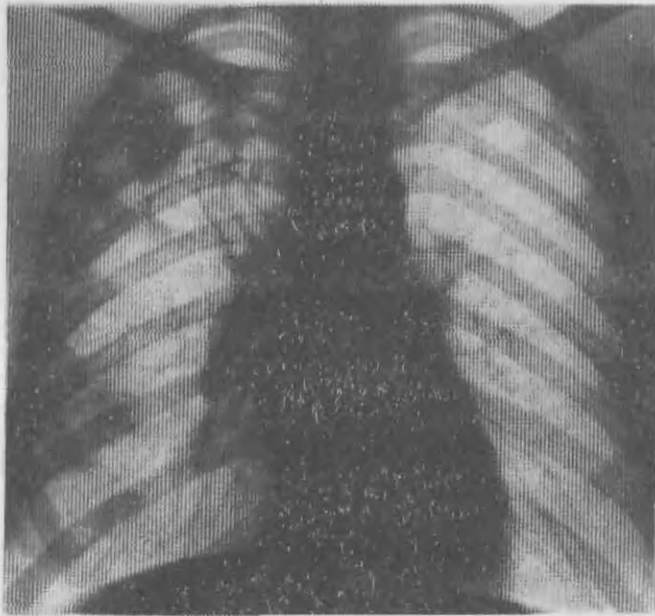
Рентгенограмма грудной клетки при атипичной форме саркоидоза легких.
